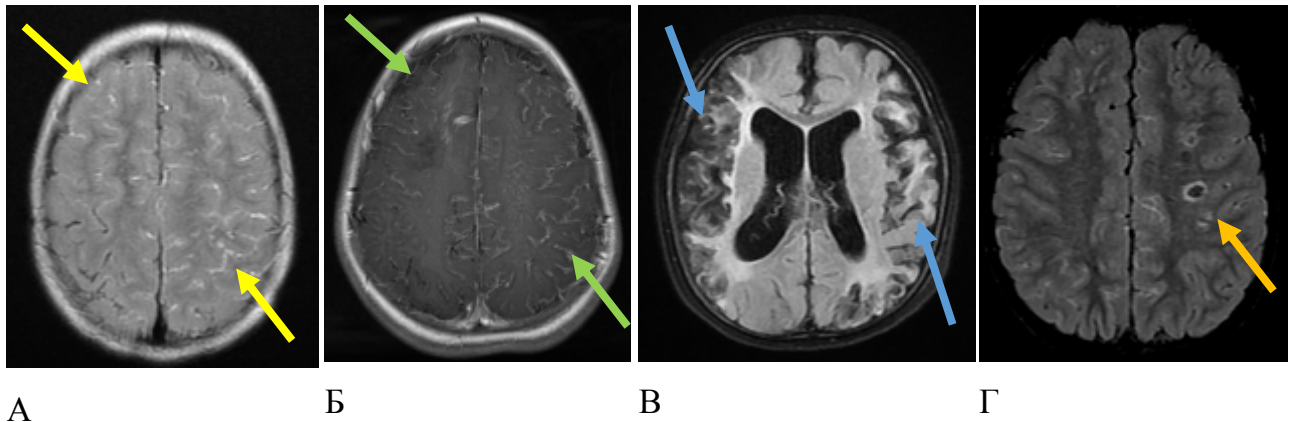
Примеры характерных изменений на МРТ в различных режимах у пациентов с болезнью Мойя-мойя.
